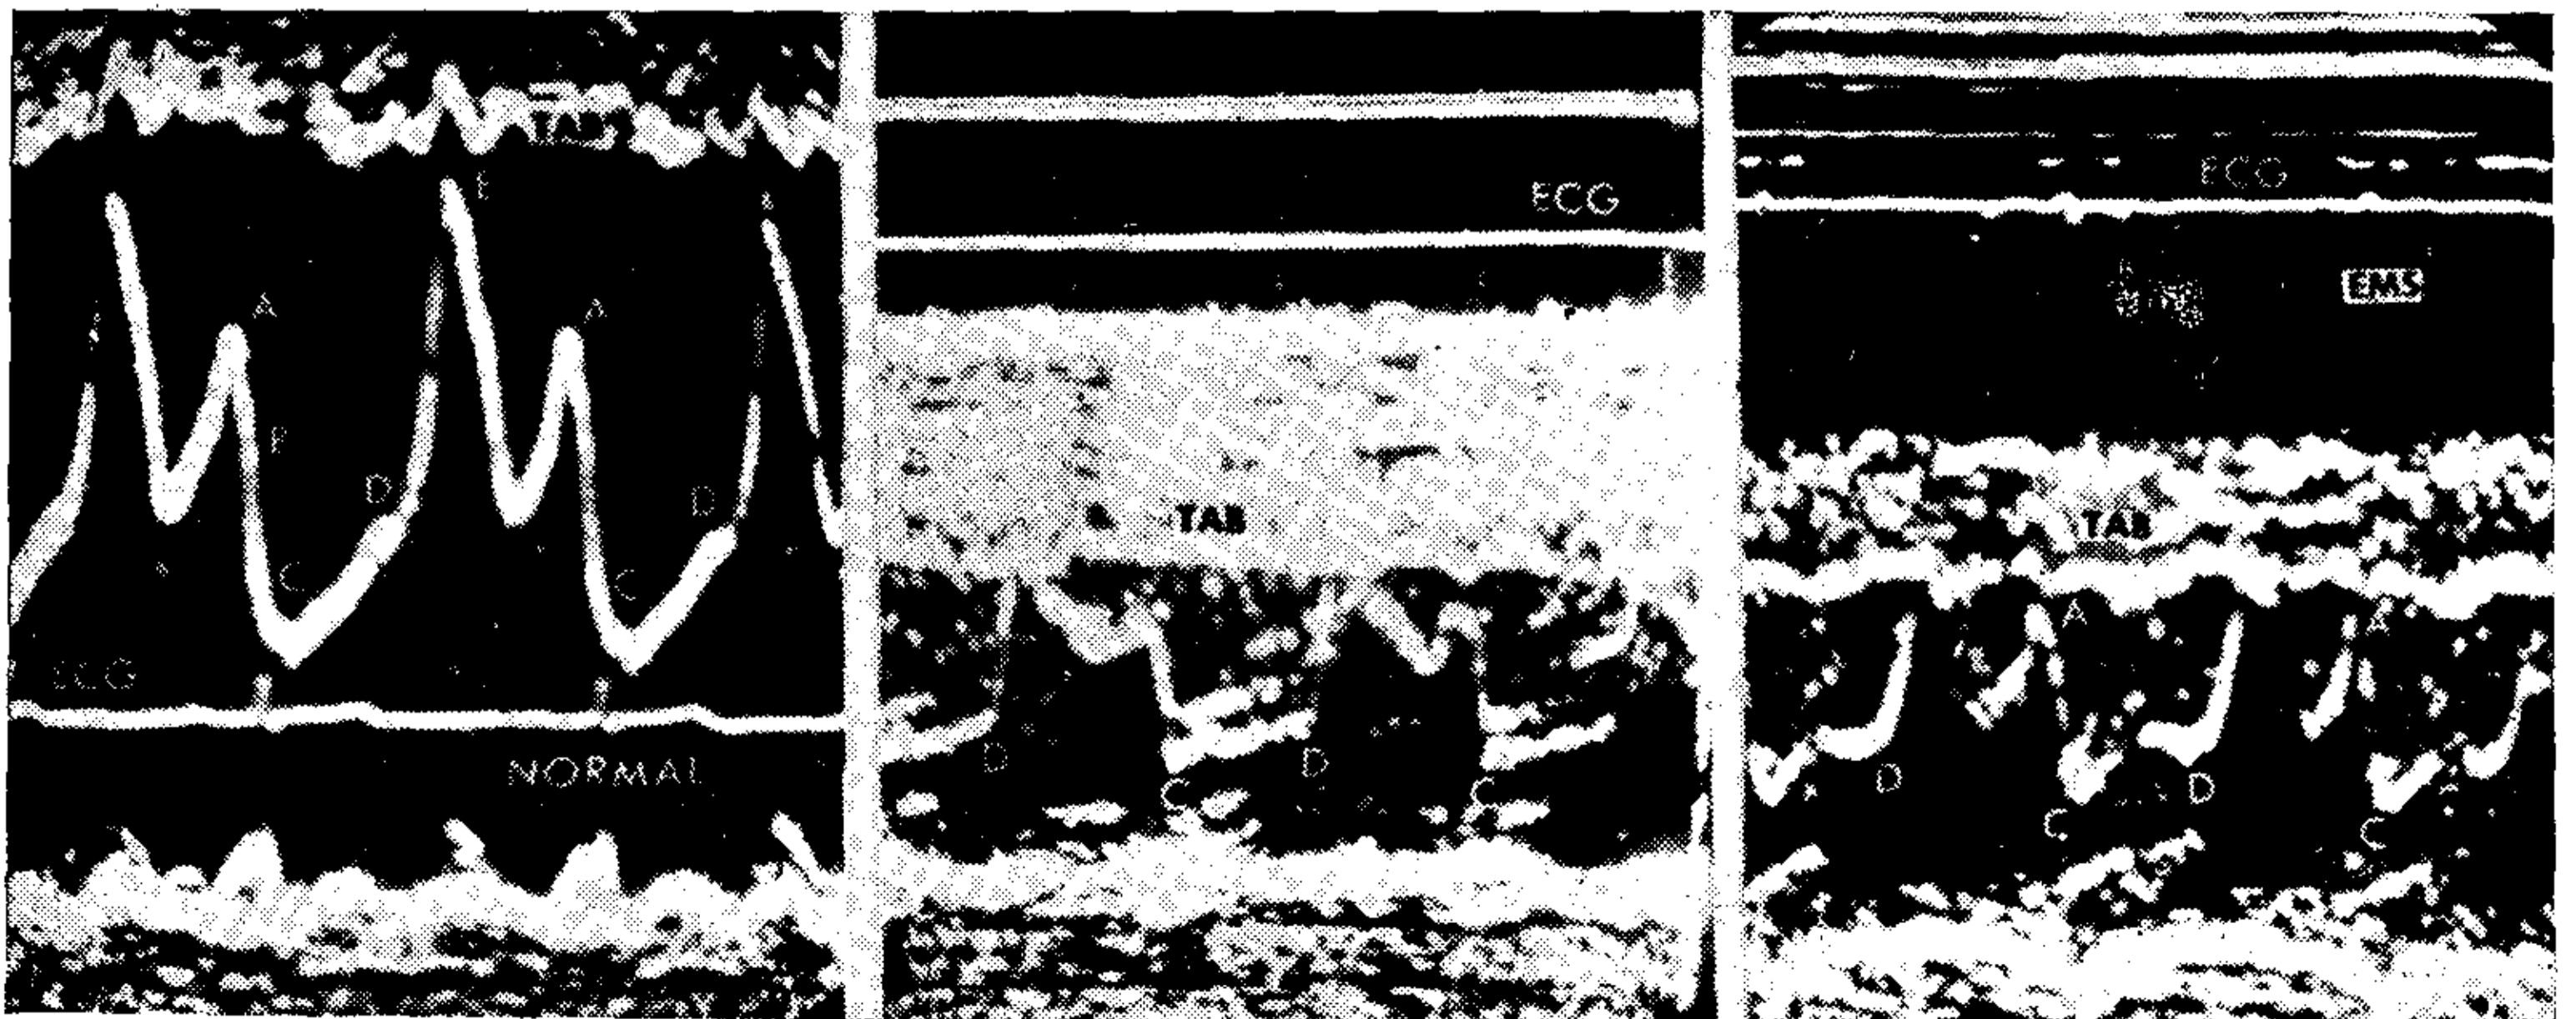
Ecocardiogramas mitrales de un sujeto normal (a la izquierda) y 2 pacientes con EMS. En el caso normal no hay contacto entre la valva anterior y el tabique (TAB). En los casos de EMS la valva anterior choca contra el tabique.
